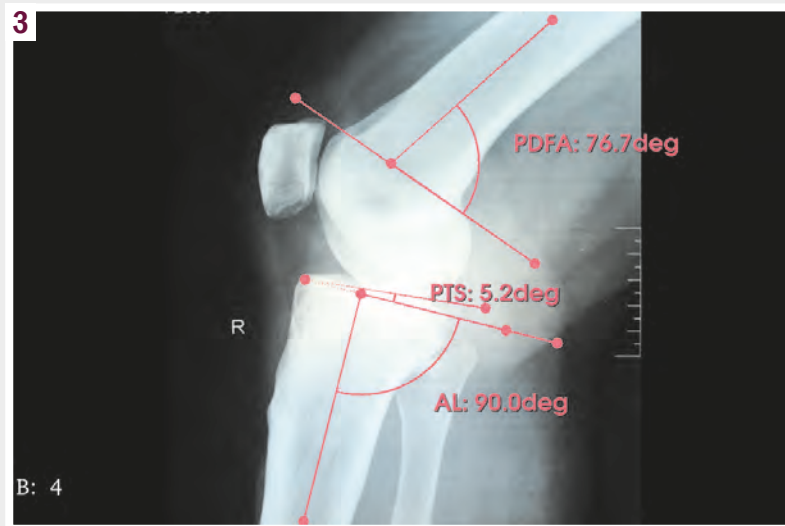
Рентгенограма лівого колінного суглоба хворої С., 73 роки. Морфотип IV колінного суглоба. PDFa – 76,7°. PTS – 5,2°. AL – додатковий кут, що відображає анатомічну вісь діафіза великогомілкової кістки та проведений до неї перпендикуляр.
